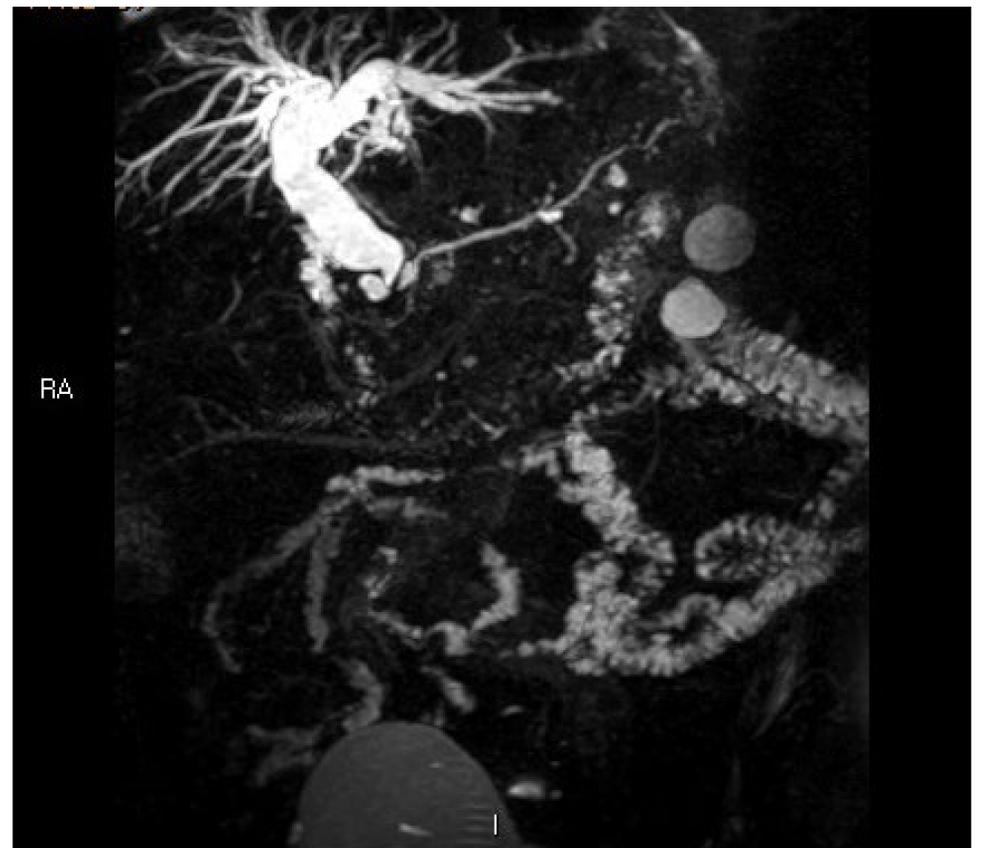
corte coronal de Colangio-RM del paciente anterior, donde se observa dilatación de la práctica totalidad del árbol biliar, secundaria al colangiocarcinoma estenosante del colédoco distal.
